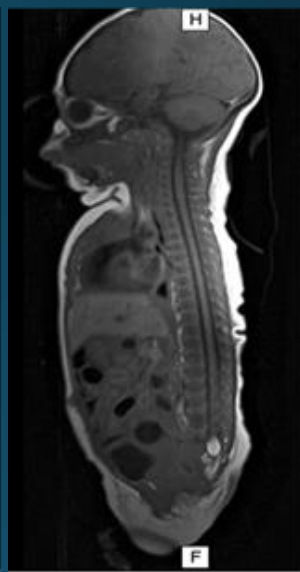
RM de columna, plano sagital T1
